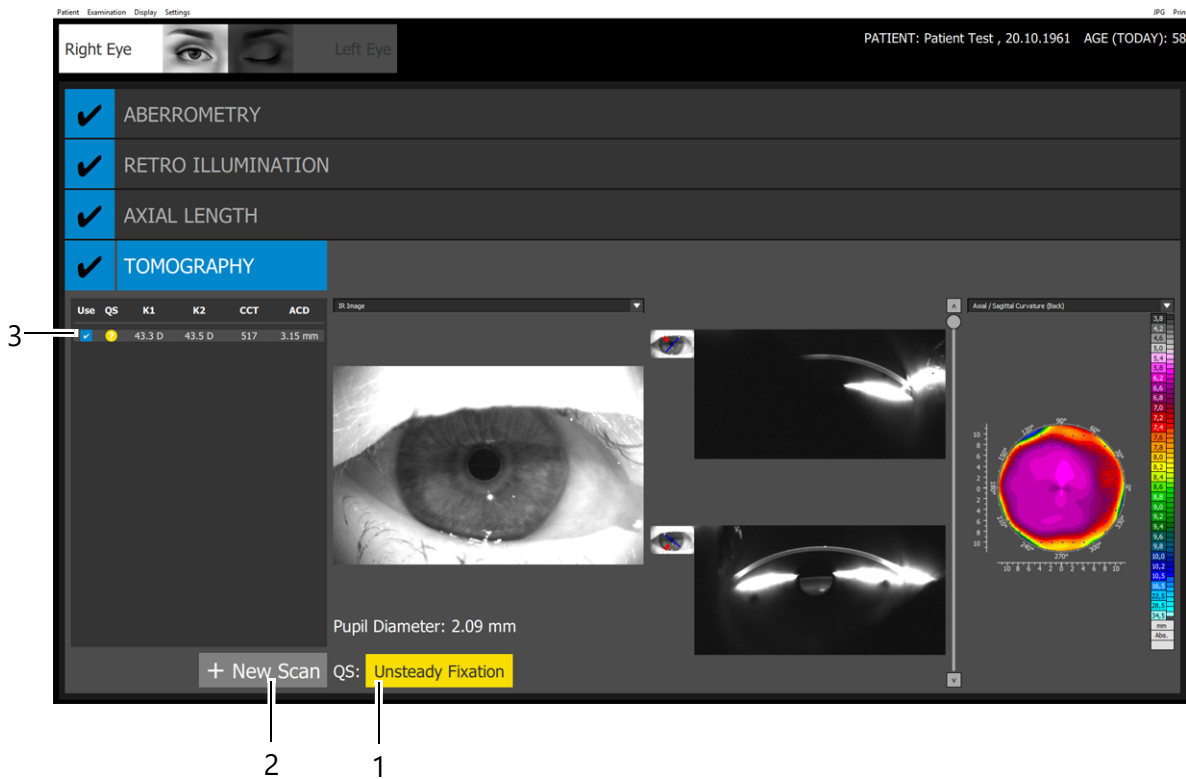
Exibição do resultado da tomografia
